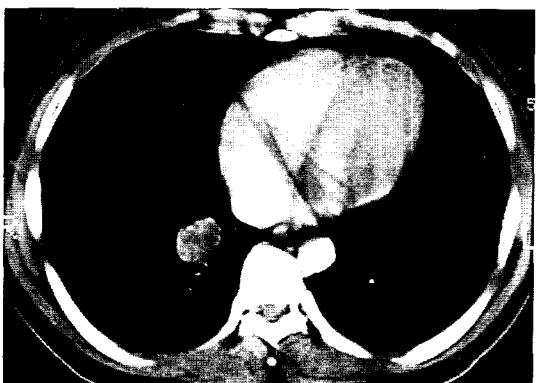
Abdominal CT shows a well defined oval shaped metastatic pulmonary nodule in the right lower lobe.
